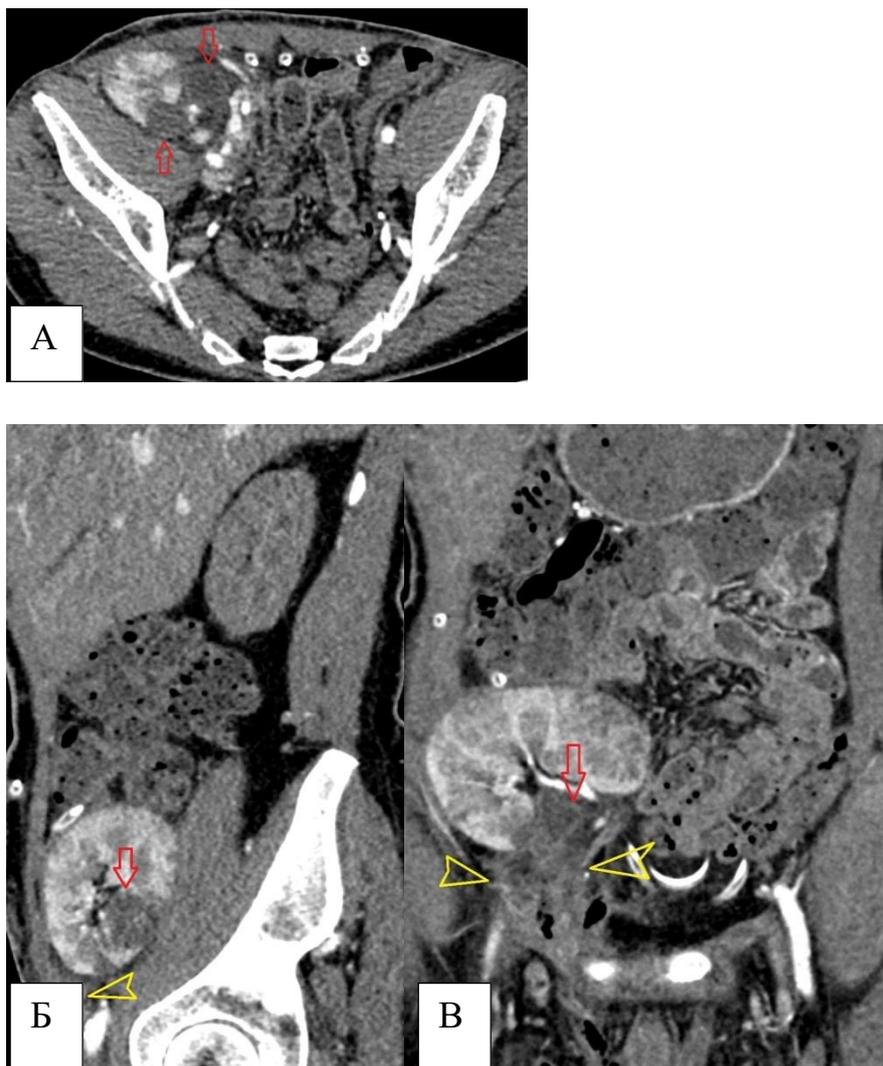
Рисунок 4А-В - Компьютерная томограмма органов брюшной полости с в/в контрастным усилением. Абсцесс трансплантата почки и забрюшинного пространства справа. В правой подвздошной области визуализируется почечный трансплантат, при КУ в артериальную фазу КУ отмечается нарушение корково-мозговой дифференциации за счет гиподенсивных участков с четкими и нечеткими контурами (красные стрелки). В малом тазу, справа от мочевого пузыря, непосредственно ниже сосудистой ножки ПАТ, на фоне инфильтрации паранефральной клетчатки визуализируются множественные разнокалиберные включения газа, распространяющиеся в переднюю брюшную стенку, по ходу правого пахового канала и далее в полость мошонки (желтые наконечники стрелок).
